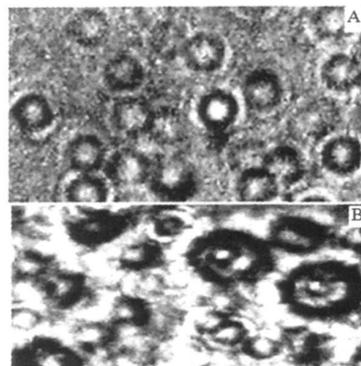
转相超声乳化技术(A)和高压乳匀法(B)所得亚微乳显微照片
